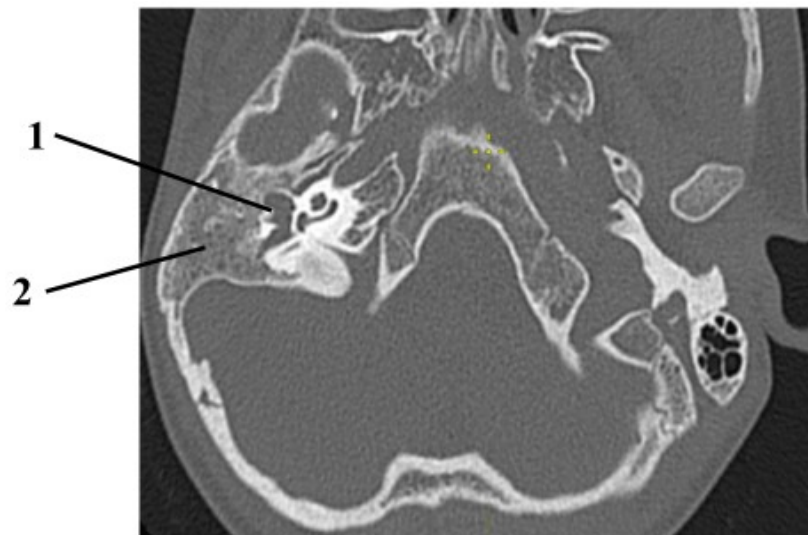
Правое ухо. МСКТ височных костей в аксиальной проекции. Полная костная атрезия наружного слухового прохода и гипоплазия барабанной полости при синдроме Гольденхара (1-гипоплазия барабанной полости и отсутствие цепи слуховых косточек; 2-склеротический тип сосцевидного отростка)
